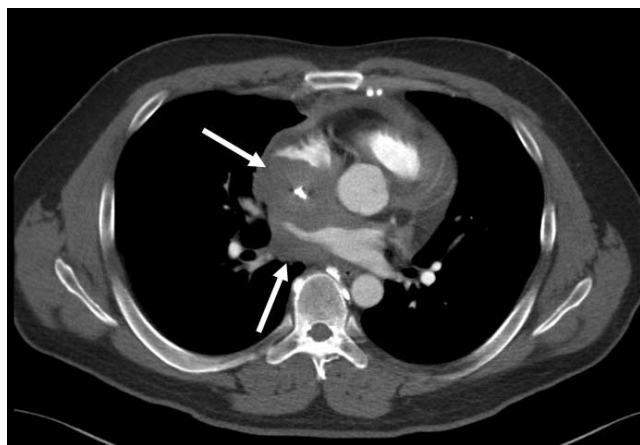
Transverse contrast-enhanced CT image shows a soft tissue mass (arrows) involving mid-mediastinum, encircling superior vena cava and right atrium.
